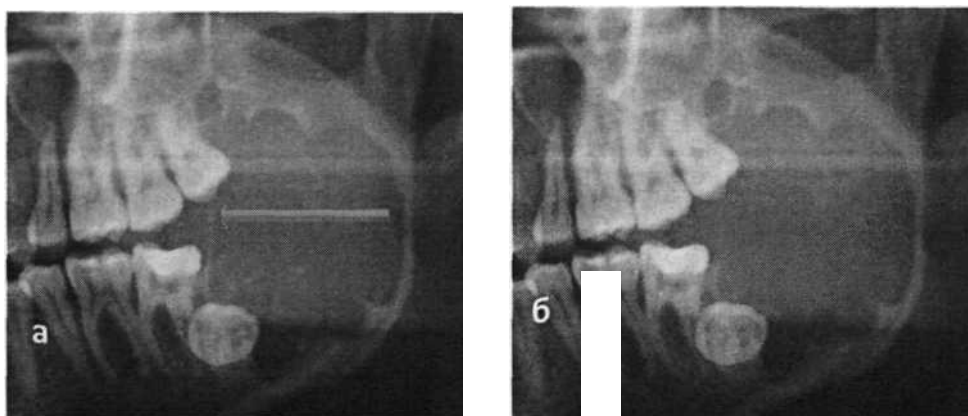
№3. Пациентка С. Ортопантомограмма с сантиметровой шкалой.
